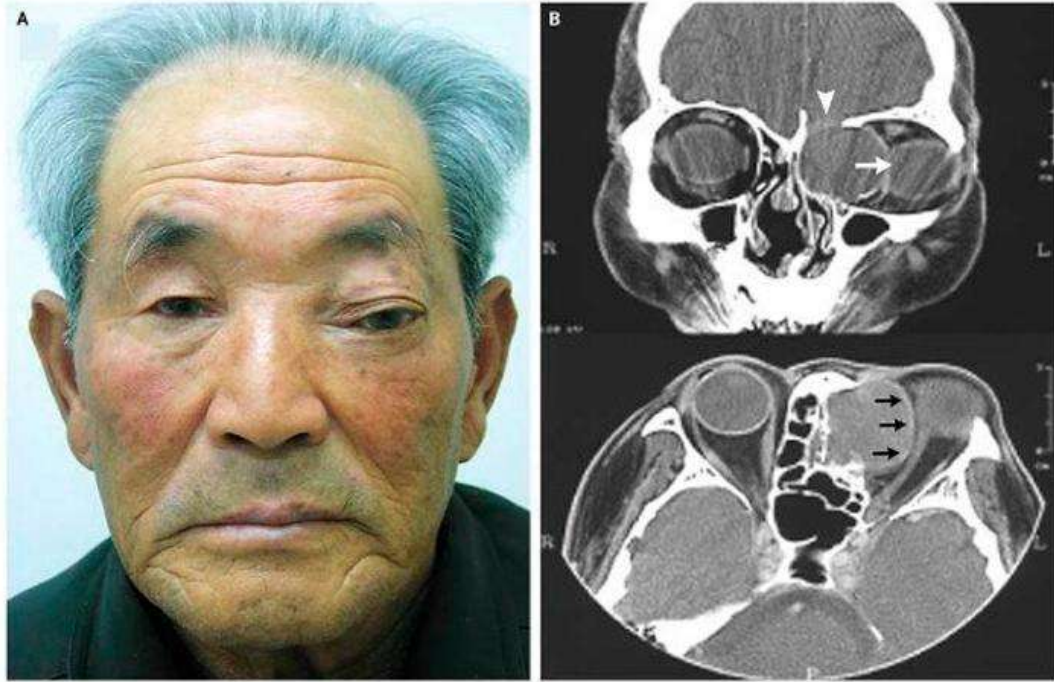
А – внешний вид пациента; В – КТ ОНП пациента с мукоцеле клеток решетчатой кости (Цит. по [24])
